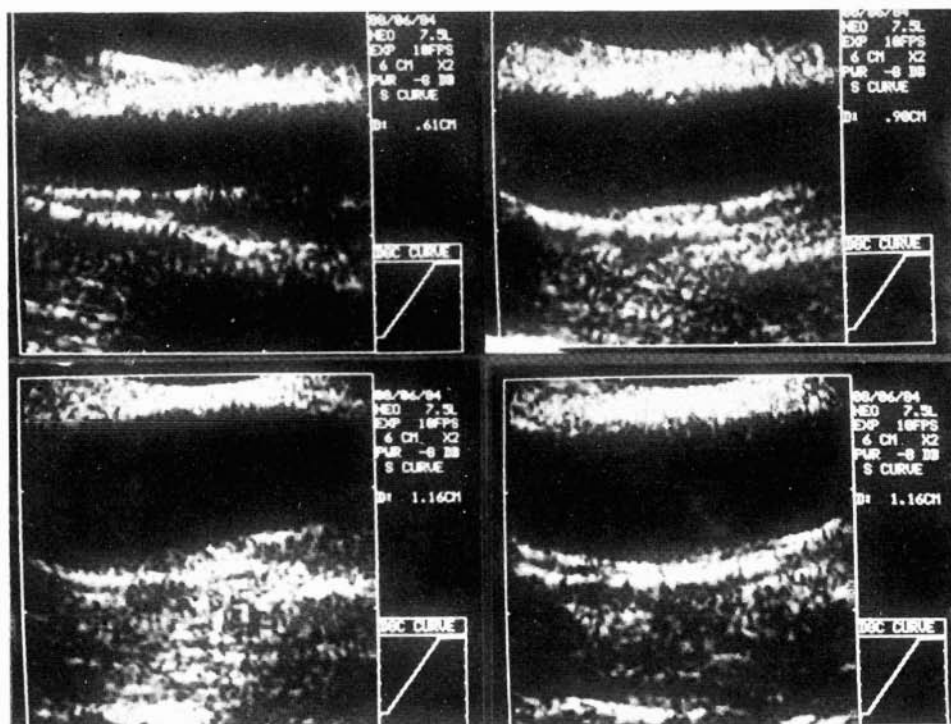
Ecotomografía de un safena interna insuficiente.
